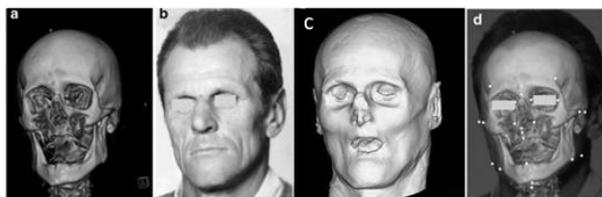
(a) Imagem proveniente de TC, (b) fotografia *antemortem*, (c) reconstrução a partir da TC, com uso de software especializado e (d) comparação entre as duas imagens com alto grau de compatibilidade a partir de um *software*. Adaptado de [30].
